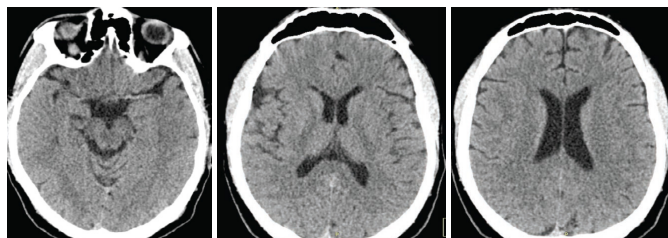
КТ-снимок без контраста до в/в тромболизиса, демонстрирующий повышение плотности левой СМА и сглаживание борозд
